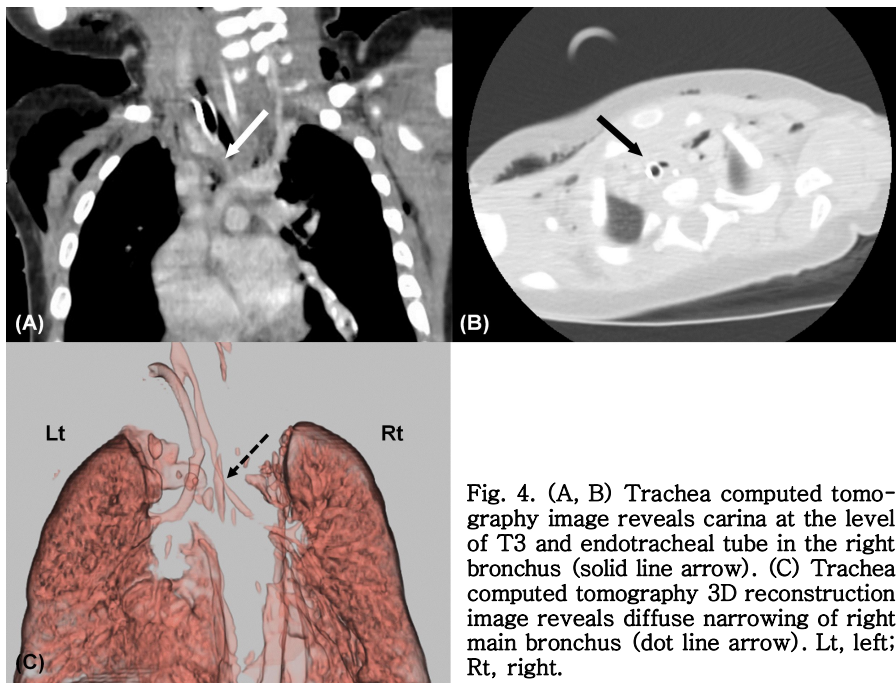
(A, B) Trachea computed tomography image reveals carina at the level of T3 and endotracheal tube in the right bronchus (solid line arrow). (C) Trachea computed tomography 3D reconstruction image reveals diffuse narrowing of right main bronchus (dot line arrow). Lt, left; Rt, right.
